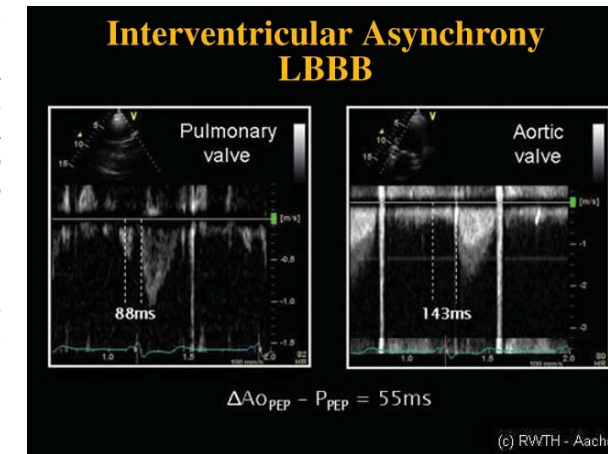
Esempio di valutazione dell'asincronia interventricolare, ottenuta con l'impiego del PW Doppler convenzionale, misurando i ritardi elettromeccanici destri (a sinistra), dall'inizio dell'onda q al piede del velocitogramma polmonare, e sinistri (a destra). Per ulteriori spiegazioni si rimanda al testo.
